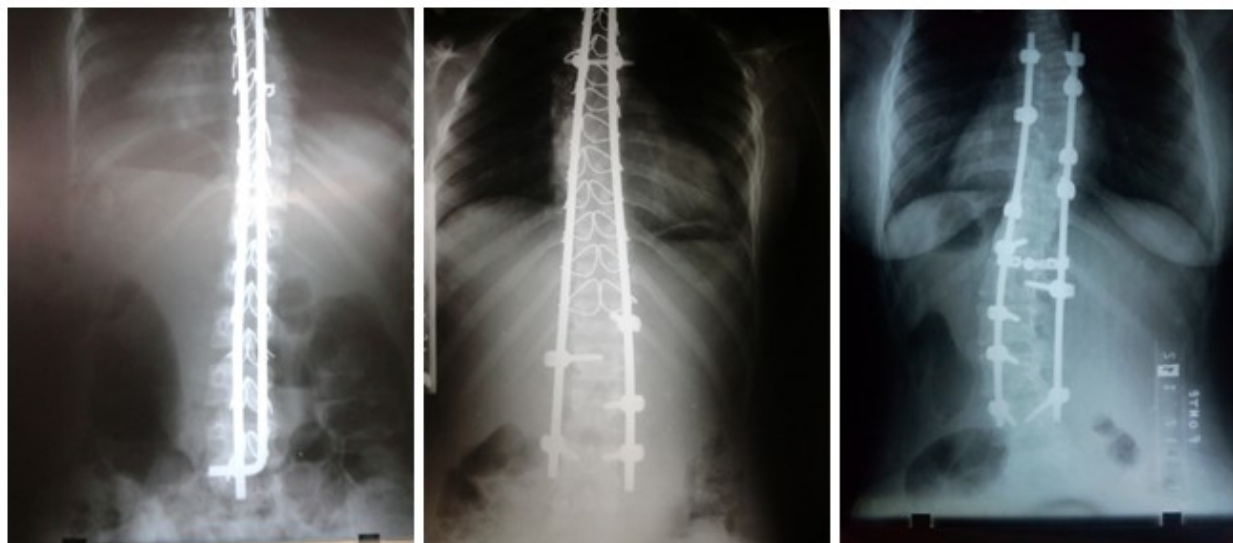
Radiografías de pacientes operados con técnica de Luque, sistema híbrido y full pedicular.
